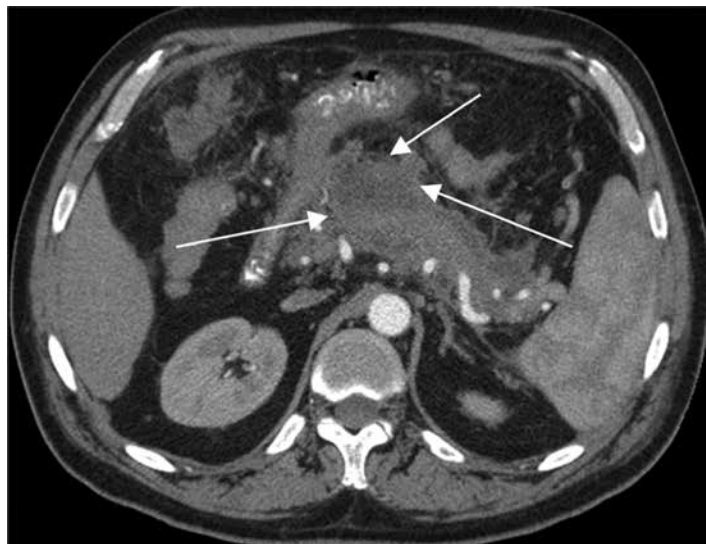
Пациент Ч., 50 лет, через 3 дня от начала болей в животе. ОП алкогольной этиологии. Стрелками отмечены зоны сниженного контрастирования в паренхиме ПЖ. При данной картине нельзя однозначно дифференцировать отечный интерстициальный панкреатит и некротизирующий панкреатит, что станет возможным при последующих КТ-исследованиях.
